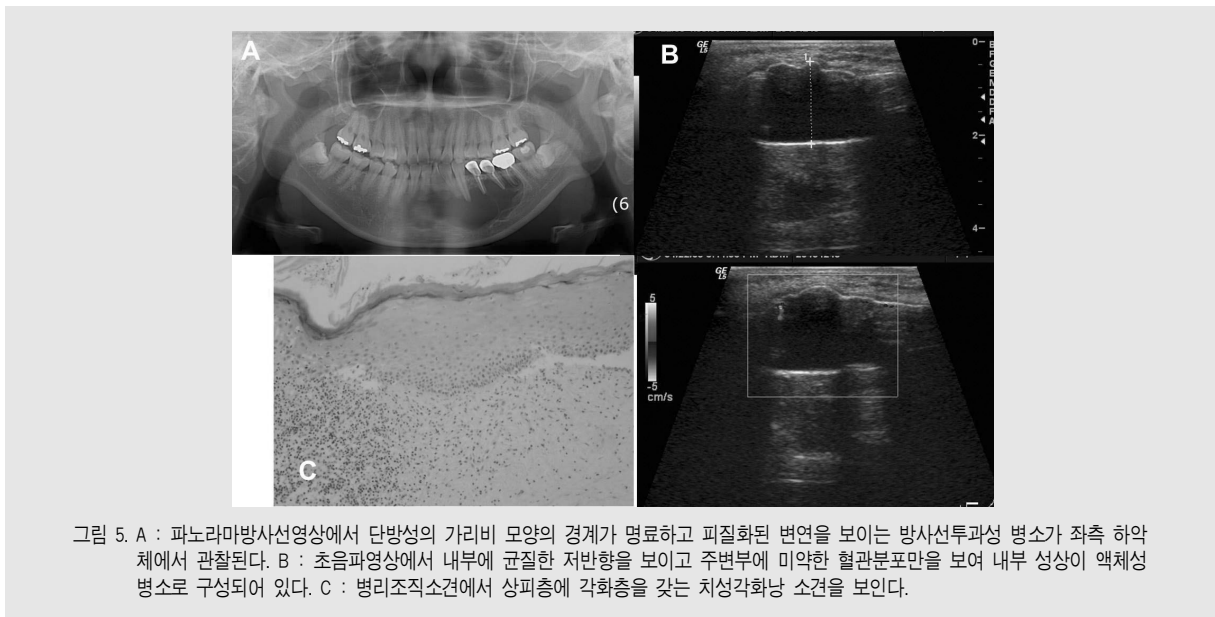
A : 파노라마방사선영상에서 단방성의 가리비 모양의 경계가 명료하고 피질화된 변연을 보이는 방사선투과성 병소가 좌측 하악체에서 관찰된다. B : 초음파영상에서 내부에 균질한 저반향을 보이고 주변부에 미약한 혈관분포만을 보여 내부 성상이 액체성 병소로 구성되어 있다. C : 병리조직소견에서 상피층에 각화층을 갖는 치성각화낭 소견을 보인다.
